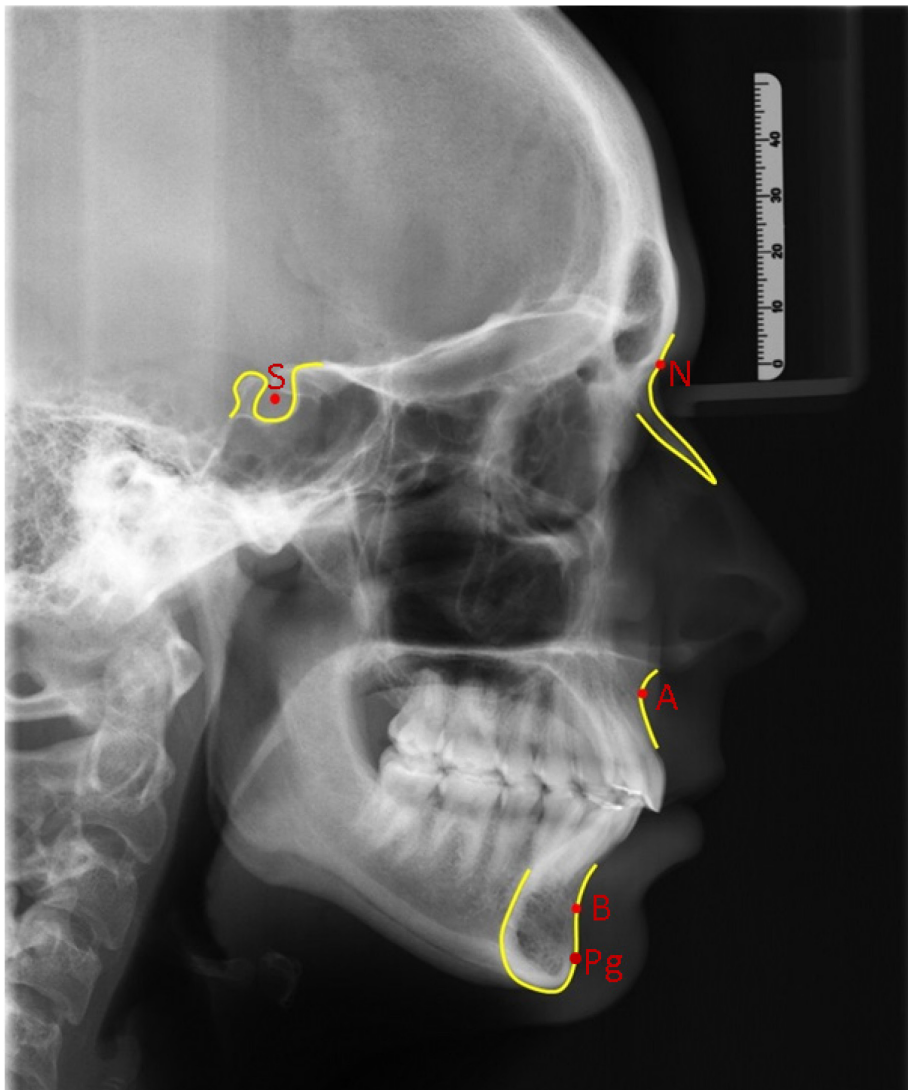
Punkte des Fernröntgens
